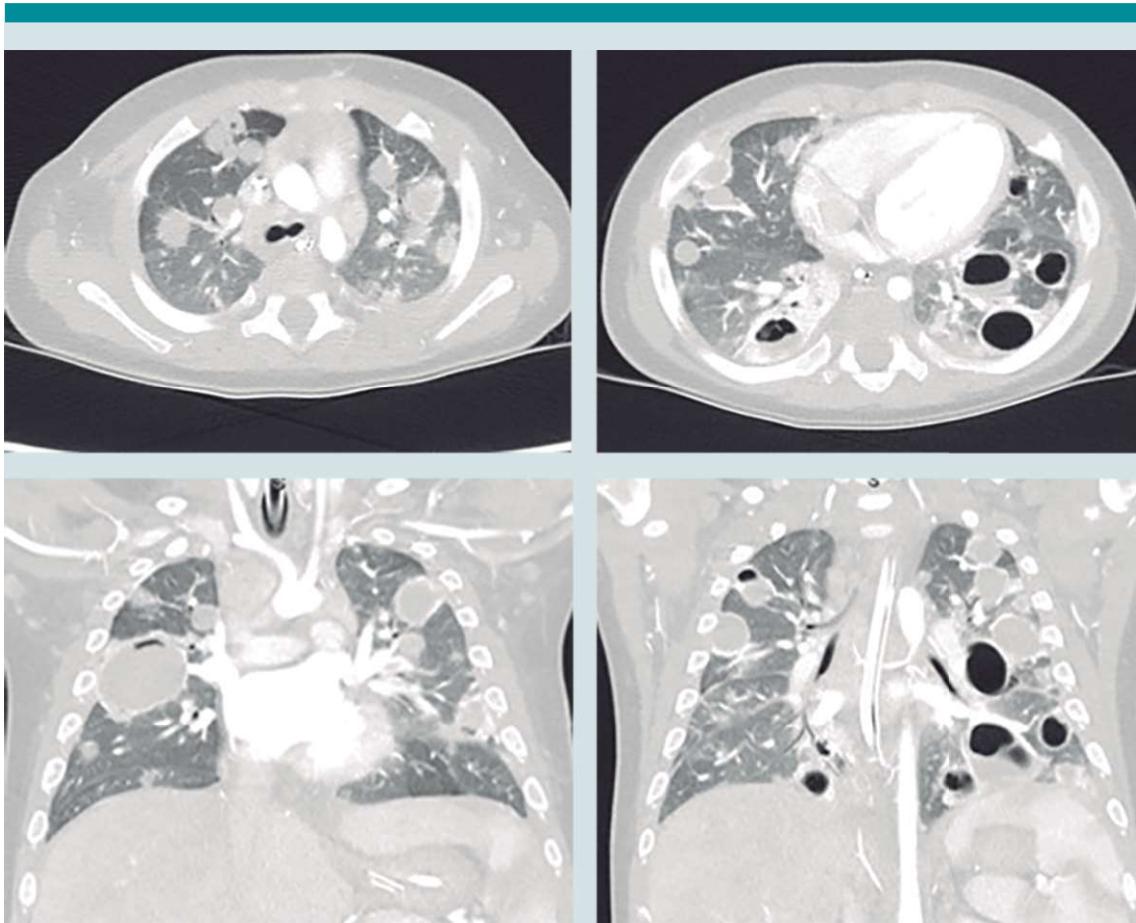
Cortes transversales y coronales de TAC de tórax donde se evidencian colecciones hipodensas con gas y niveles hidroáereos de pared variable en grosor compatibles con abscesos pulmonares por embolismos sépticos.
